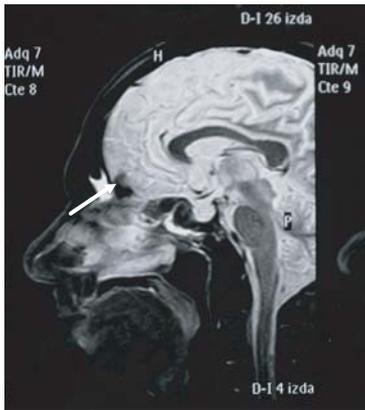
RMN corte sagital confirma lóbulo frontal del cerebro indemne (flecha).
